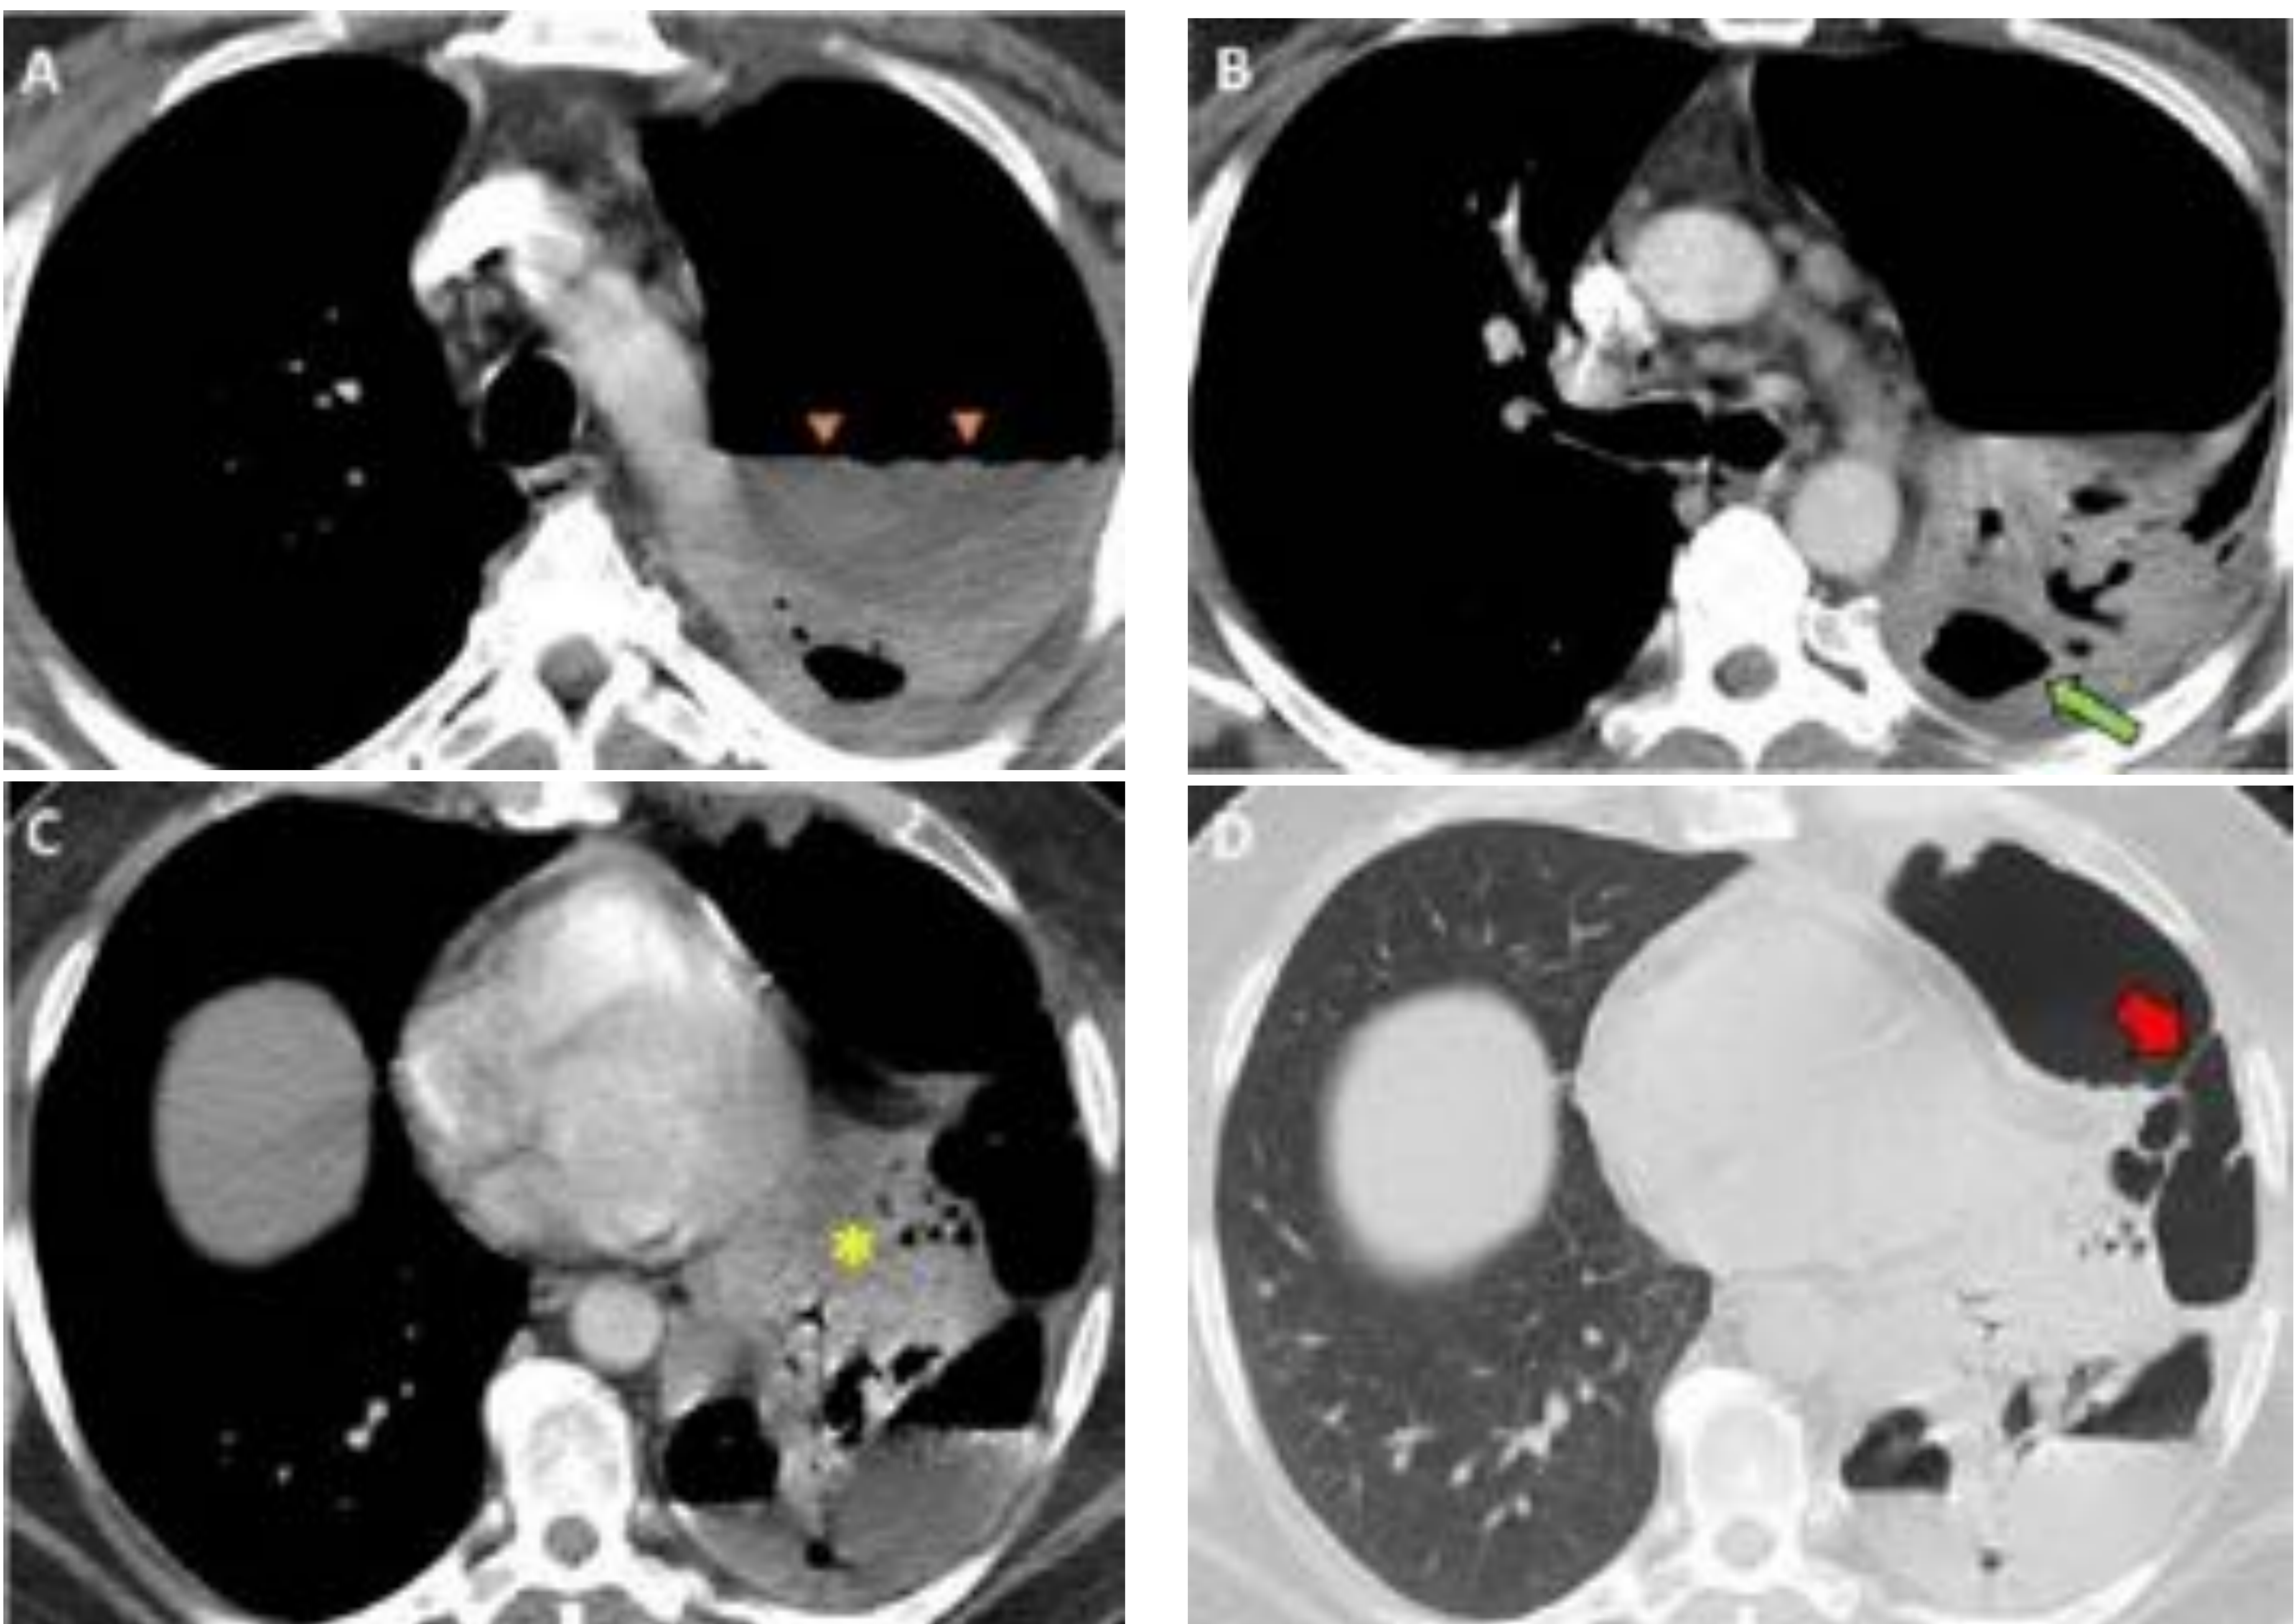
TC de tórax con contraste; ventana mediastínica en axial, (A, B, C) y ventana pulmonar (D).
